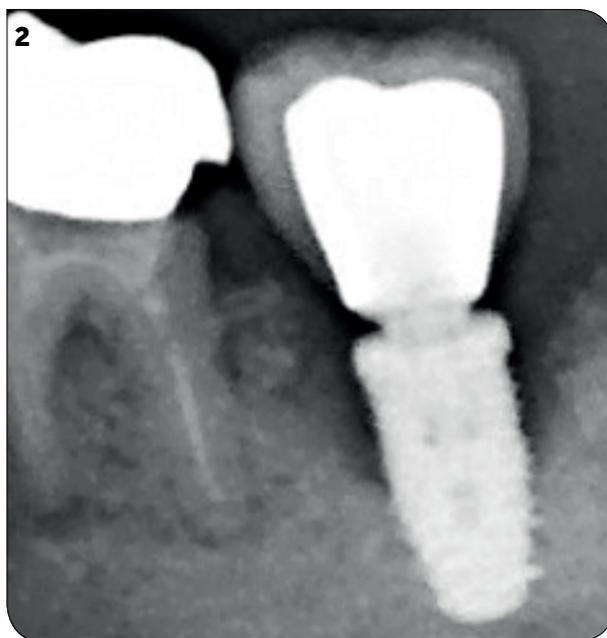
Aspect radiographique de la perte osseuse confirmant la péri-implantite.
